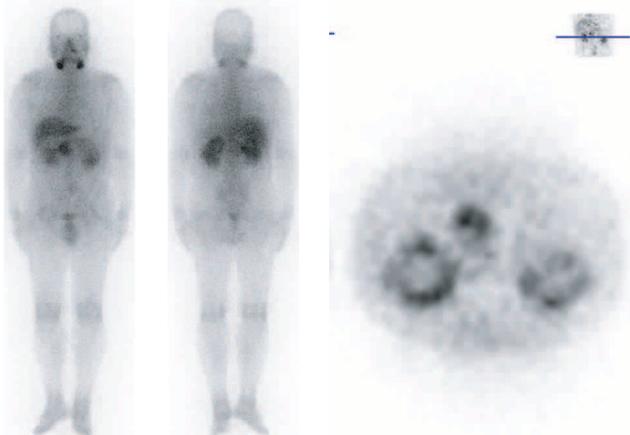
全身ガリウムシンチ所見：両側腎の集積が亢進し、SPECTでは、実質辺縁よりに集積がより強く認められる。両側顎下腺と膵鉤部にも集積を認める。
